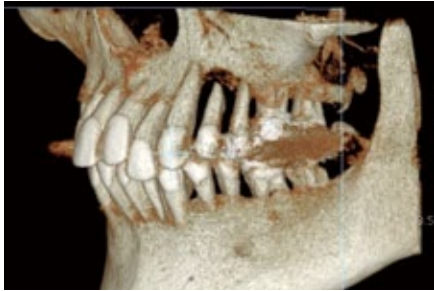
術前（左）、術後（右）の CT 像の比較。
